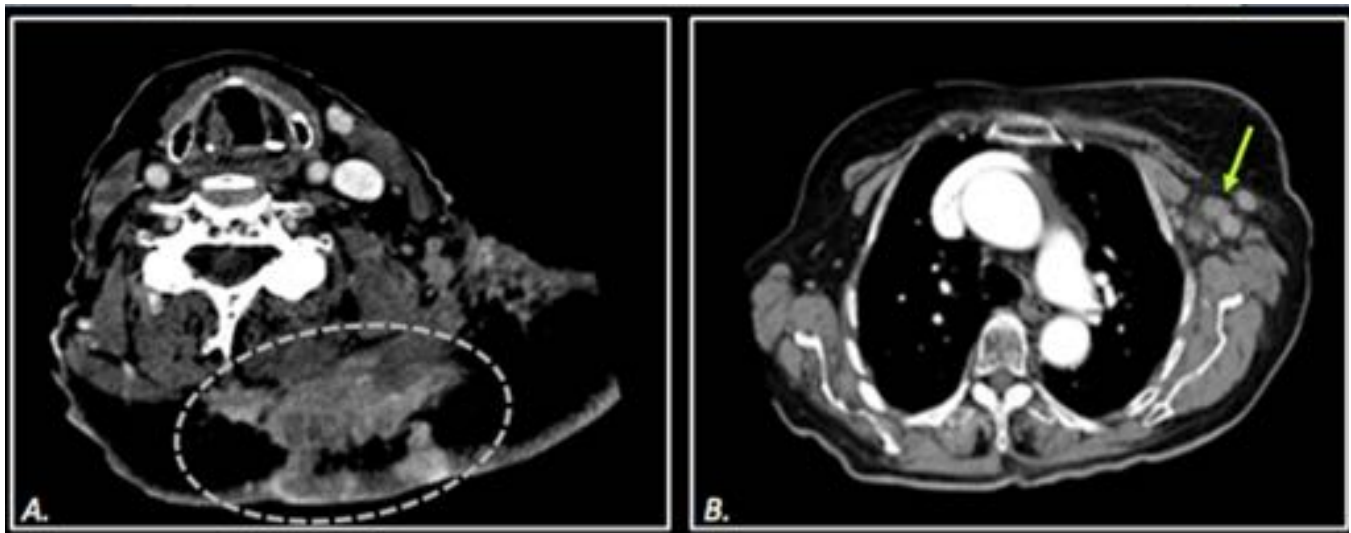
Mujer de 84 años con neoplasia de mama izquierda en progresión. TC cérvico-torácico muestra: A) Masa heterogénea en la musculatura paravertebral izquierda con invasión subcutánea y dérmica (círculo). B) Adenopatías axilares izquierdas (flecha).
